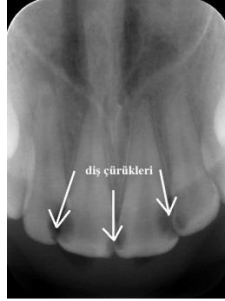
Periapikal Radyografide Dişin Radyolojik Görünümü
